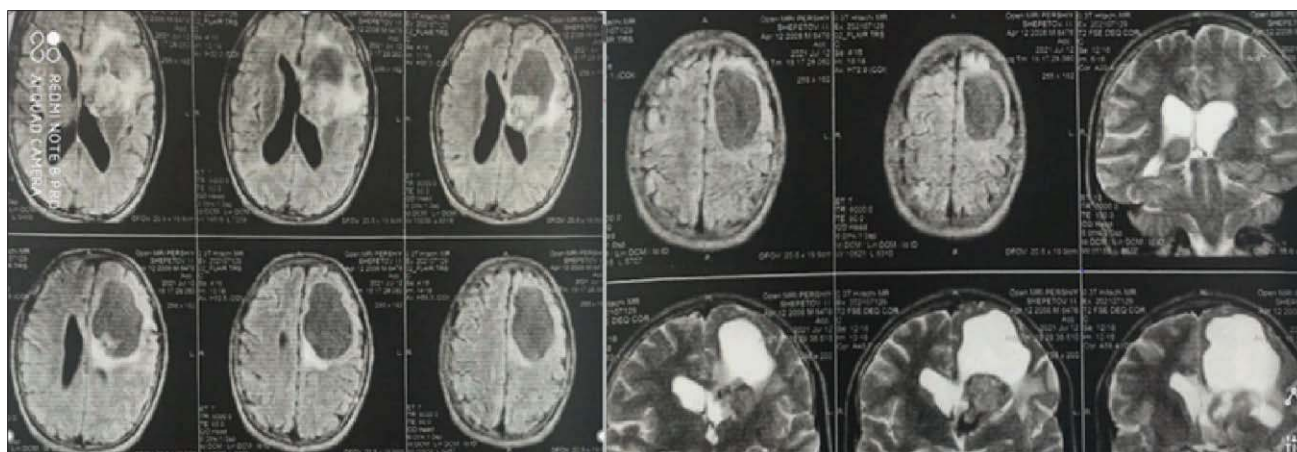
Магнітно-резонансна томографія головного мозку дитини з субependимальною астроцитомою переднього рогу лівого бічного шлуночка в хлопчика з мутаціями гена ARID1A
